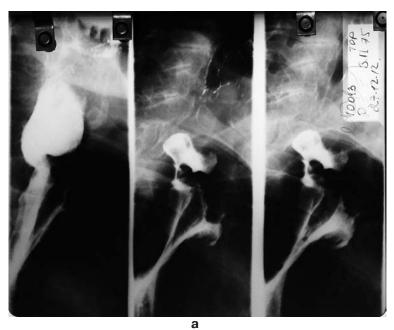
а – рентгенограммы глотки, ПЖА на шее, грудного желудка от 27.12.2012 – через 2,5 г.после операции. Анастомоз проходим, широкий. Грудной желудок в виде неширокой трубки, по диаметру сравнимый с шириной позвонка; 6 – Рентгенограмма выходного, пилорического отделов грудного желудка и начального отдела 12-перстной кишки. Опорожнение из желудка наступает сразу – 12-п кишка обычной конфигурации.
